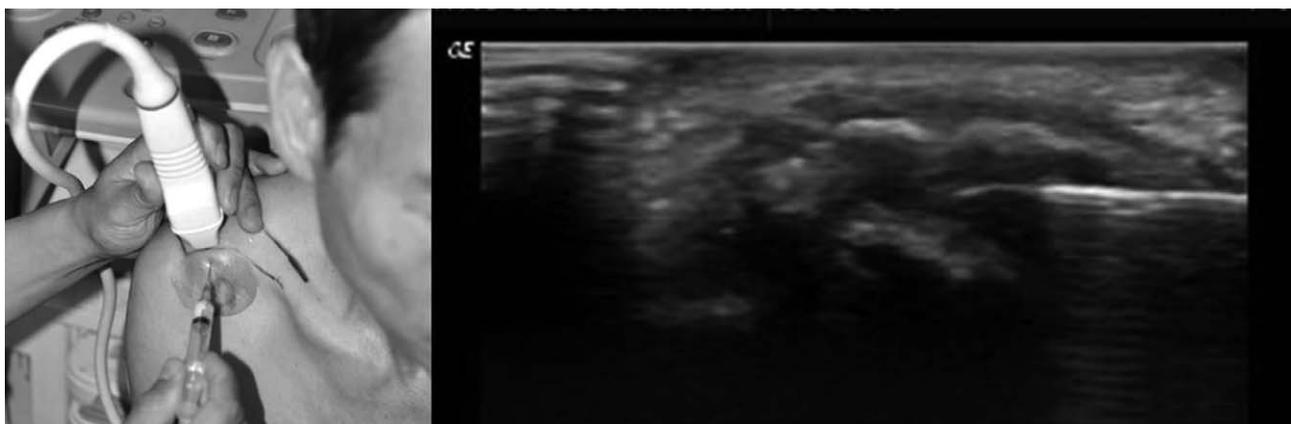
Ultrasound-guided AC joint intraarticular injection (longitudinal scan to joint).
